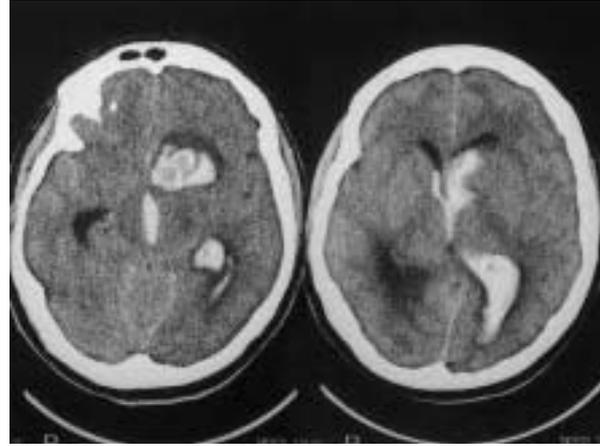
Tomografía computarizada sin contraste: hematoma perianeurismático en el parénquima frontal y sangrado intraventricular en relación con el aneurisma roto.
